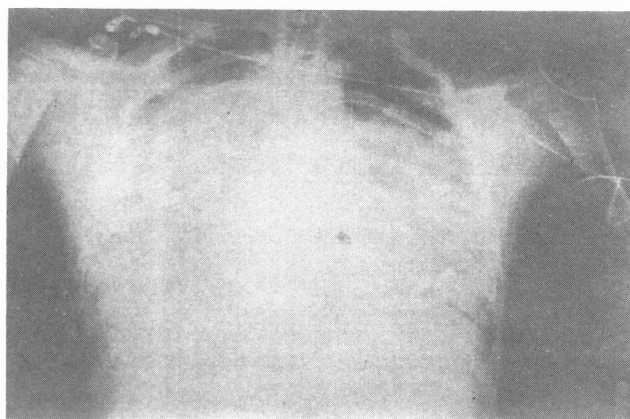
Teleradiografia anteroposterior do tórax às 16:00 de 24/6/99 – «Pulmão Branco».
